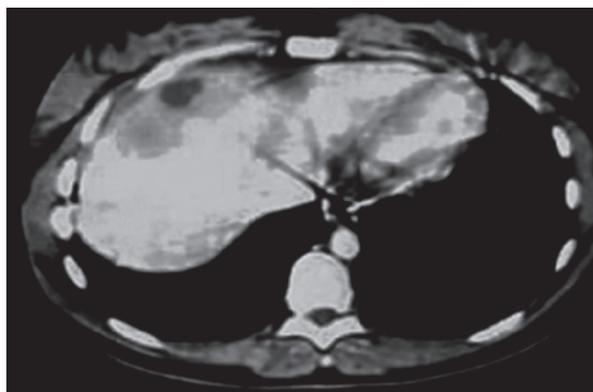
Imagen obtenida mediante la TAC. Paciente con síndrome de HELLP, en cuyo abdomen se aprecia un hematoma subcapsular del hígado.
